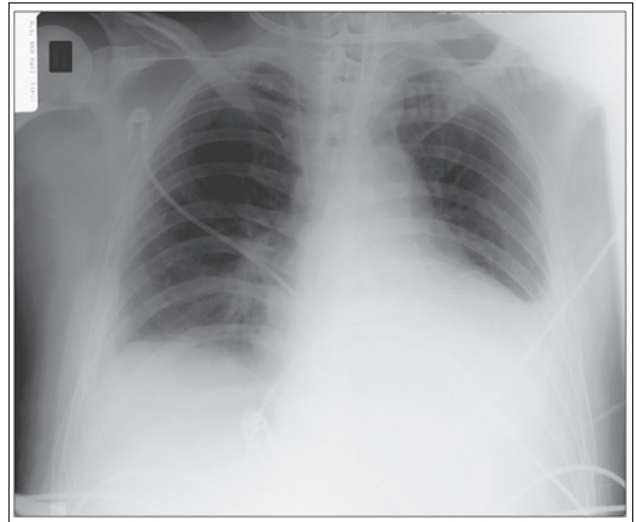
Thoraxröntgen nach Drainage
